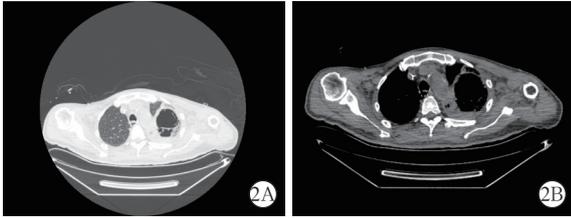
1例男性66岁侵袭性蜂房哈夫尼亚菌空洞性肺炎并发肺脓肿、气胸患者入院治疗第9天胸部CT检查 肺窗(A)、纵隔窗(B)示左肺上叶空洞扩大至7.5 cm×6.3 cm,壁增厚,左侧胸腔见弧形液腔影(液平),左肺受压膨胀不全
